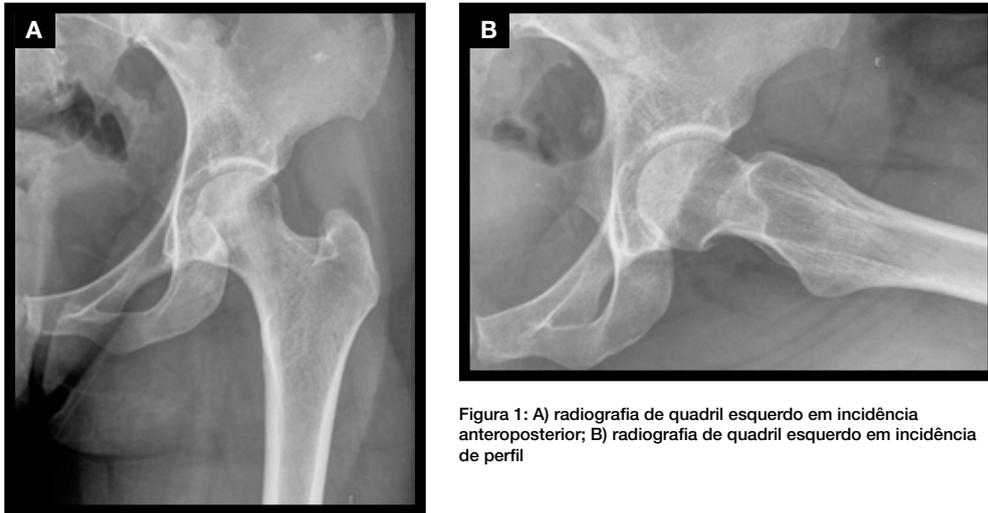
A) radiografia de quadril esquerdo em incidência anteroposterior; B) radiografia de quadril esquerdo em incidência de perfil
